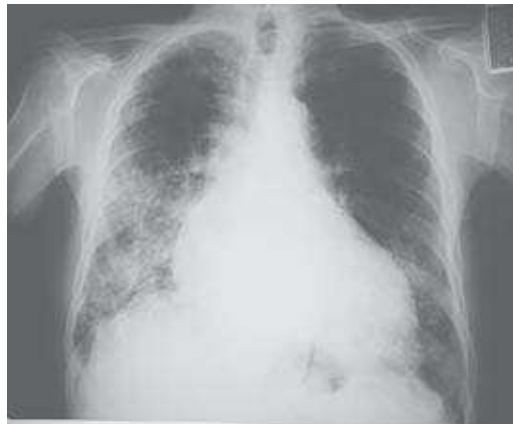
Telerradiografia torácica (26-2-2002)
